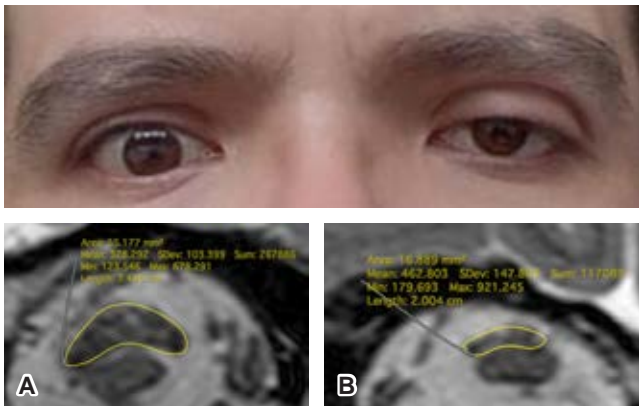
Fotografía clínica que muestra retracción del párpado superior derecho, con apertura palpebral aumentada al compararse con la contralateral en masculino de 32 años. A y B) Imágenes de resonancia magnética en secuencia T2 de alta resolución en proyección coronal oblicua de órbitas, se observa incremento de volumen del músculo elevador del párpado derecho que ocupa un área de 55.17 mm², en comparación con el izquierdo con área de 16.8 mm².
